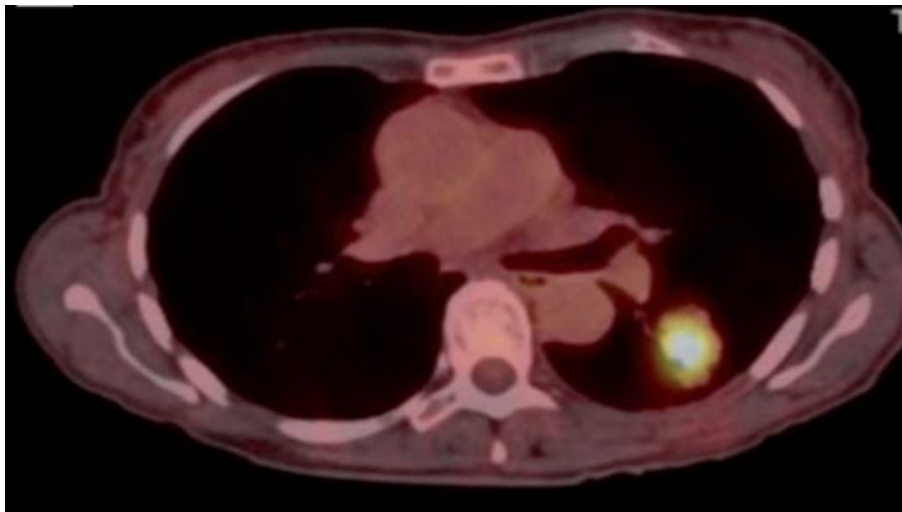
Image PET-Scan de fusion en coupe axiale montrant un nodule solitaire du lobe inférieur gauche mesurant 14 cm de grand diamètre fixant intensément le 18 FDG en faveur de malignité, mais qui s'est avéré une sarcoidose.
